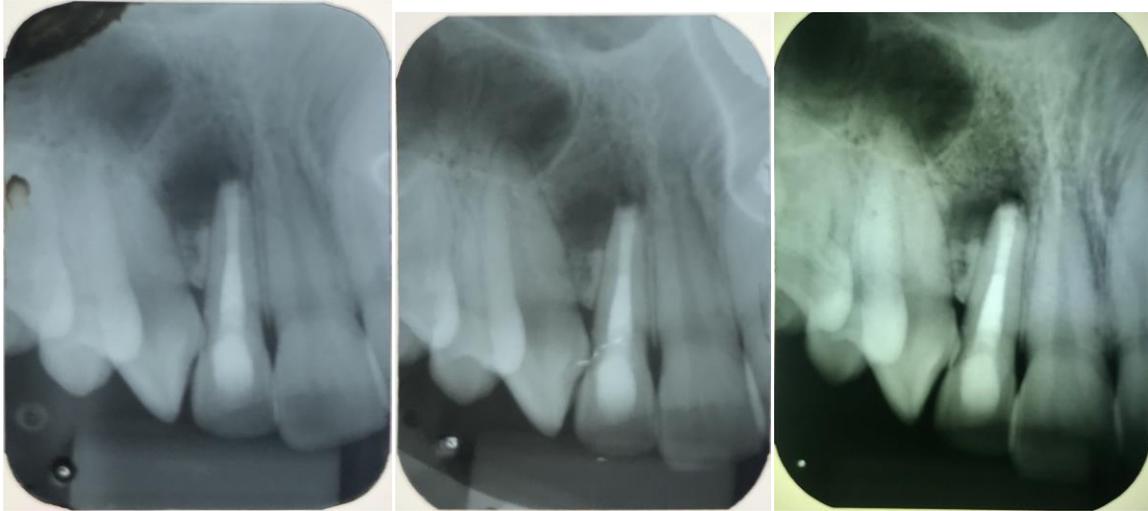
Radiografia final após a obturação.
